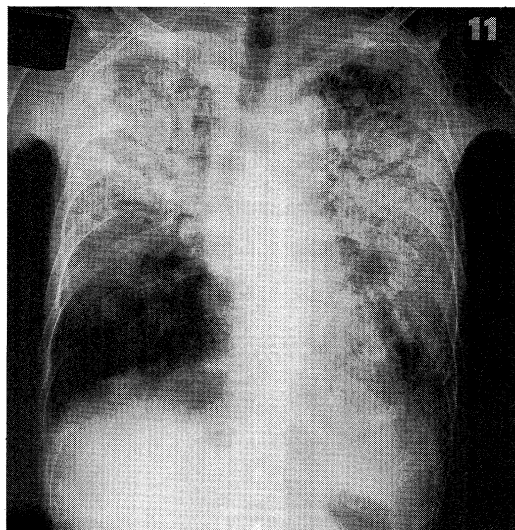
昭和62年3月9日, 当科入院時, 胸部X線写真
